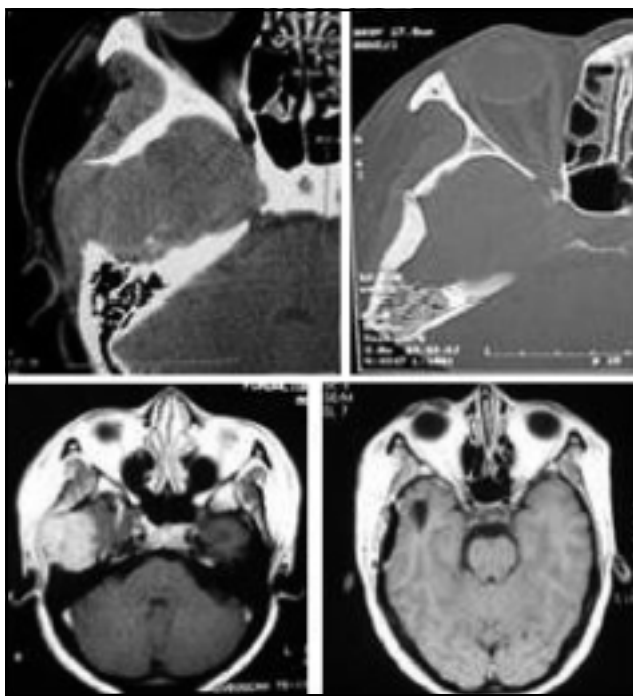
TAC y IRM pre y postquirúrgicas.
